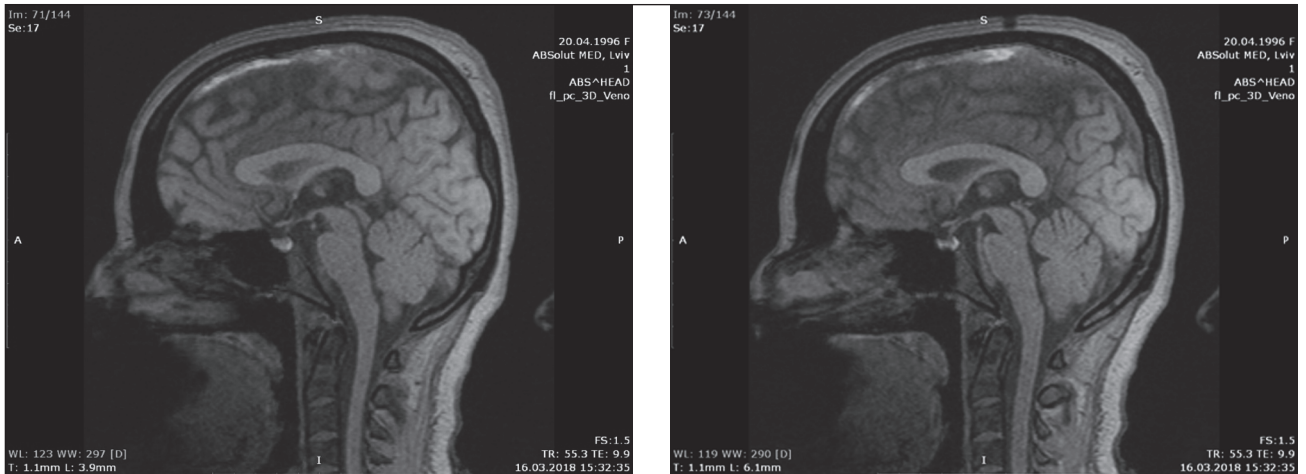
МРТ пацієнтки Т. С.
